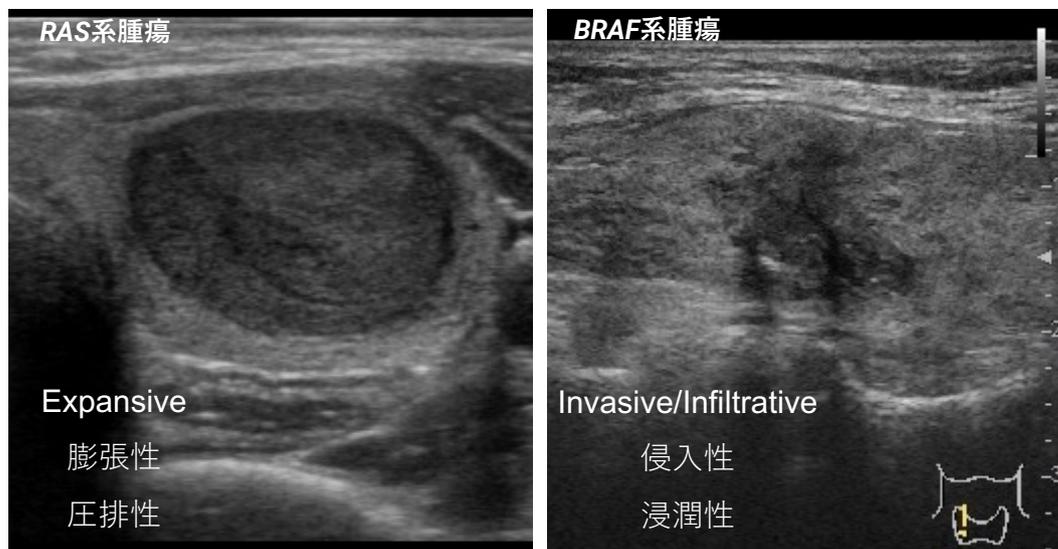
典型的な*RAS*系腫瘍 (左) と*BRAF*系腫瘍 (右) の超音波画像。
